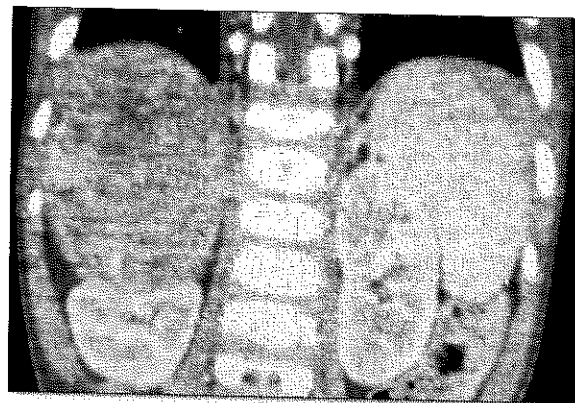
Tomografía de abdomen. Masa suprarrenal derecha que desplaza el riñón en un paciente con Neuroblastoma
